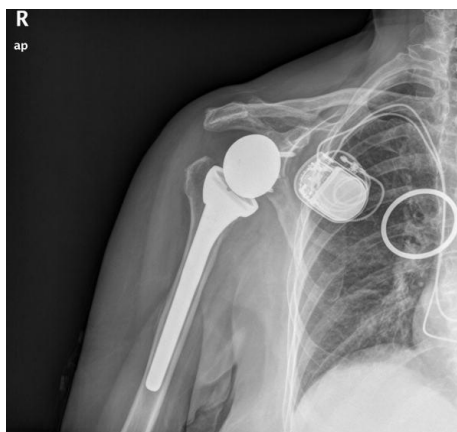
radiografía tras intervención quirúrgica
